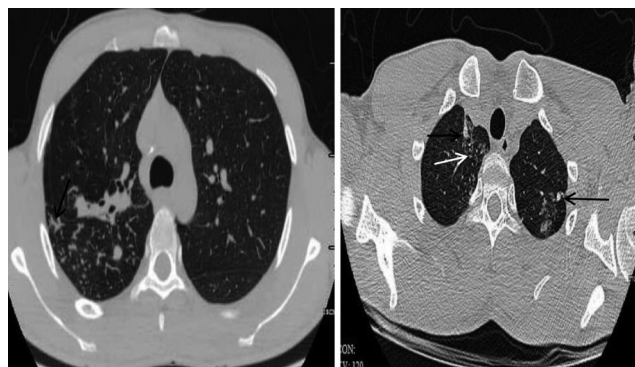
男,23 岁,胸闷半小时,CT 示右肺下叶气腔呈分支状改变及树芽征(黑箭) 图 4 男,23 岁,体检发现肺部病灶 1 个月,CT 示两肺上叶边界清楚的高密度结节影(黑箭),周围散在小叶中心结节(白箭)
